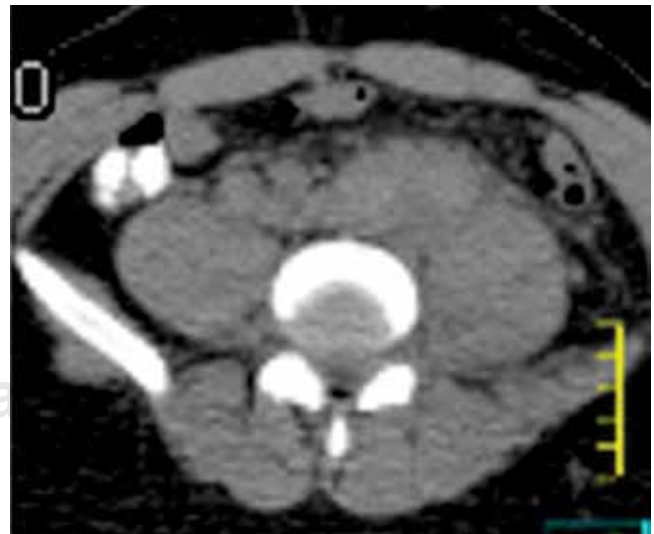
Tomografía computada abdominal, fase simple, corte axial; muestra adenopatías que envuelven a la vena cava e iliacas primitivas.
